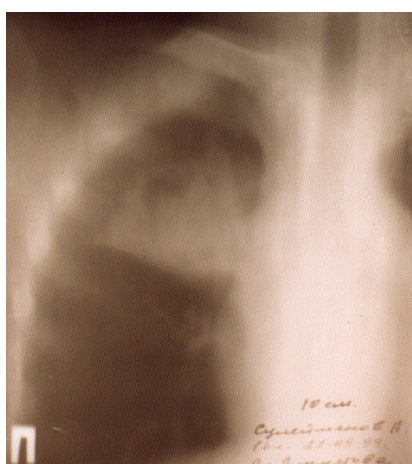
Томограмма правого легкого больного С. В третьем сегменте (S-III) правого легкого тень 6,5x7,0 см с полициклическим контуром и распадом.
